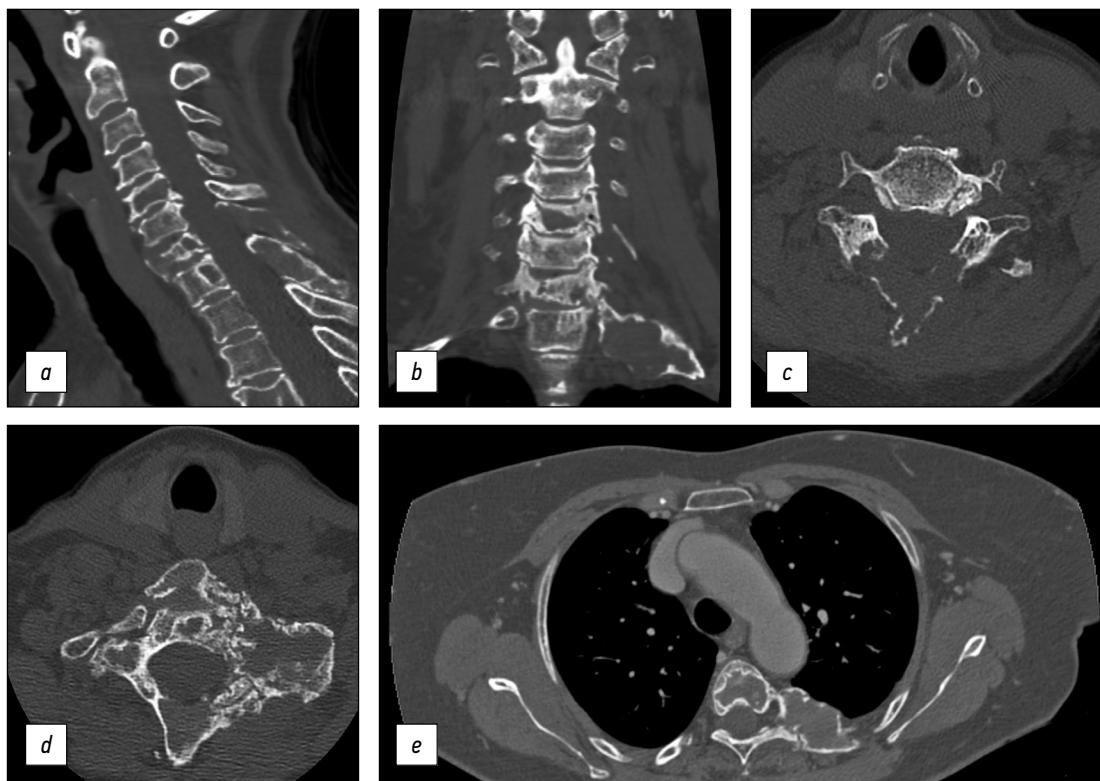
颈椎的矢状位（a）和冠状位（b）计算机断层扫描（CT）图像显示，C5、C7和D1椎体有广泛的细胞性骨病变，第七颈椎的椎板和棘突也受累（c）。左侧第一根肋骨的后弓显示出广泛的骨质病变，皮质层变薄和肿胀，骨基质呈磨砂玻璃状，软组织成分缺失（轴位上的图像更清晰（d）。轴向胸部CT扫描捕捉到第五胸椎的病变，左边是相应的肋骨（e）。
